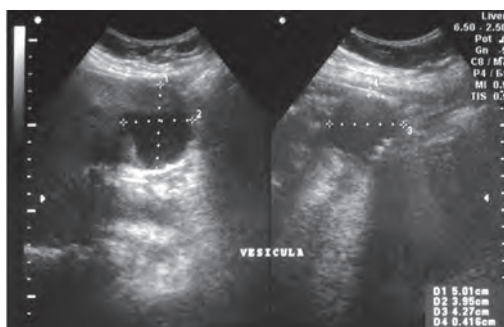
Ultrasonido de Cáncer de Vesícula Biliar, engrosamiento asimétrico de la pared vesicular.
